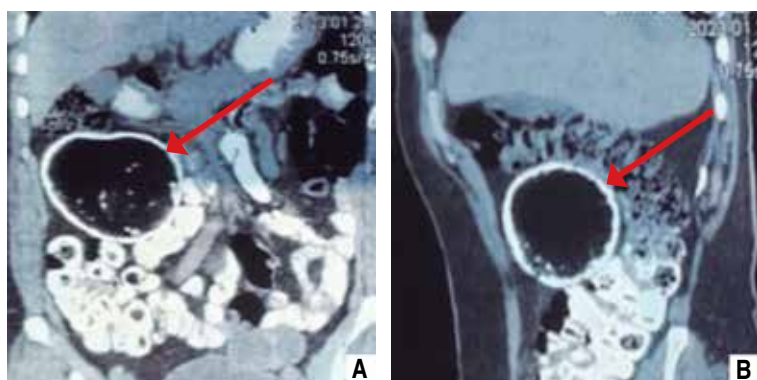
Tomografía contrastada de abdomen en cortes: (A) coronal y (B) sagital, en la que se aprecia tumoración predominantemente quística en el hipocondrio derecho, con cápsula bien definida y sin invasión a estructuras adyacentes (flechas rojas).
